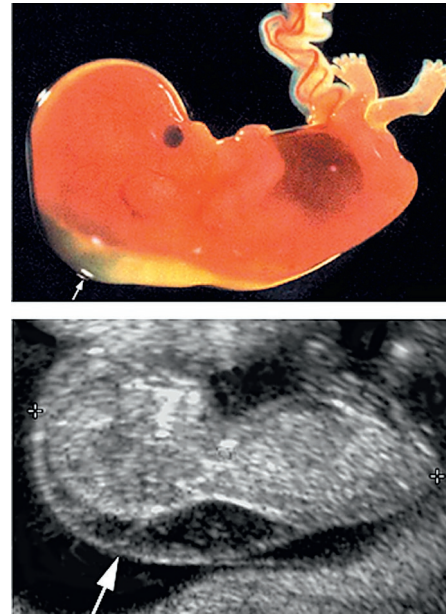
Clarté nucale épaissie. Chez les fœtus avec un syndrome de Down, il existe de manière anormalement fréquente une collection liquidienne sous-cutanée marquée au niveau de la nuque, qui est visible à l'échographie entre la 11^e et la 14^e semaine de grossesse sous la forme d'une transparence nuchale augmentée. Cela ne constitue cependant pas la preuve de l'existence d'un syndrome de Down. [E363]
